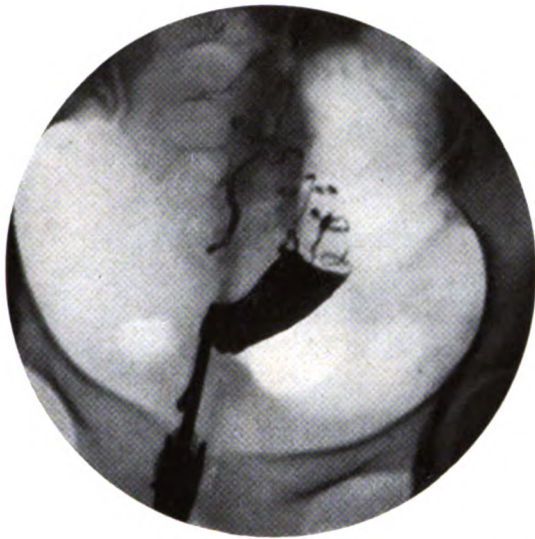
Jeune fille 20 ans. Diagnostic clinique : bacillose annexielle. A l'intervention, ovaire droite kystique du volume d'une orange avec pelvi-péritonite ancienne adhésive. Les deux trompes sont prises dans un vieux foyer d'adhérences, dans lequel il est difficile de les libérer, ce qui explique l'image radiographique obtenue. Conservation de l'utérus et de l'ovaire gauche.
